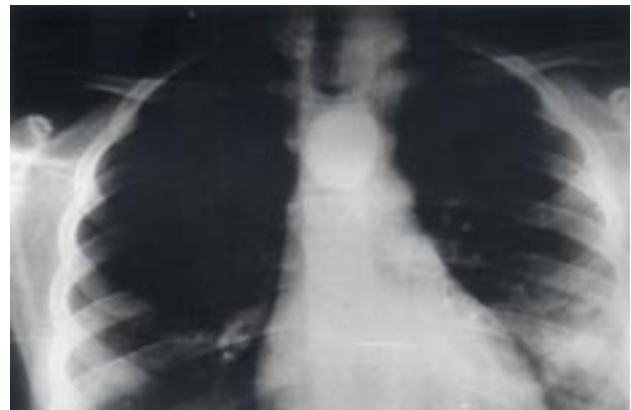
Radiografía de tórax en la cual se visualiza la presencia de piedra.
